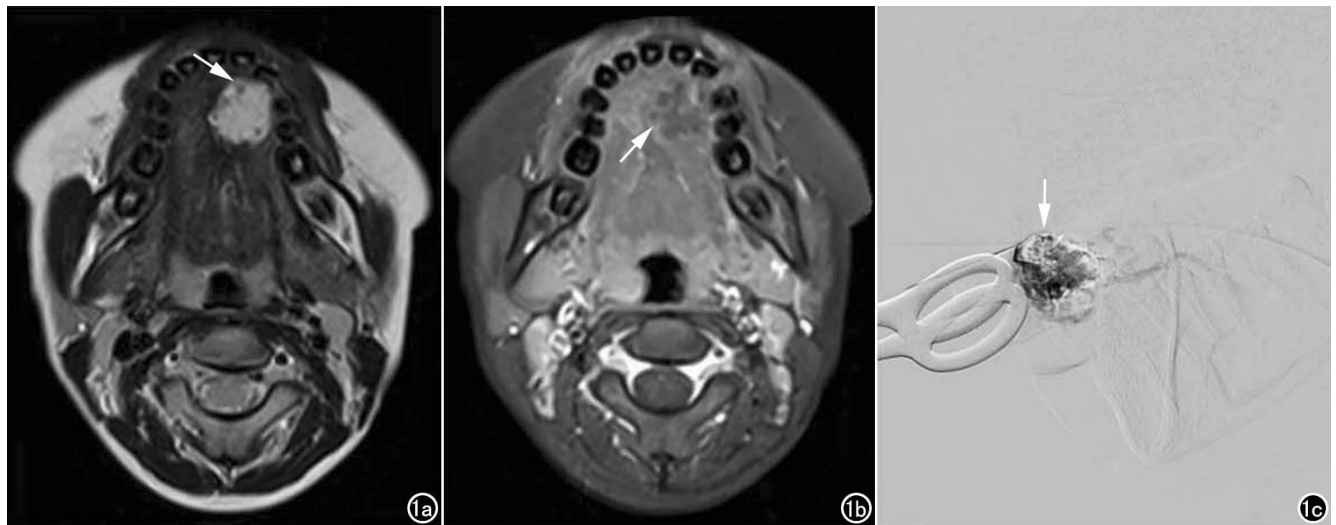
女,11 岁,舌体静脉畸形。a) 术前横轴面 FLAIR T_2 WI 示舌左前部内可见大小约 $2.0 \text{ cm} \times 2.0 \text{ cm}$ 类圆形高信号影,边缘较清,其内可见流空血管影(箭); b) 横轴面 T_1 WI 增强扫描示病灶呈明显不均匀强化,以周缘明显(箭),中央大部分无明显强化; c) 术中静脉造影示舌部畸形静脉团(箭)及引流静脉线影; d) 2 次硬化术后,横轴面 FLAIR T_2 WI 示舌左前部异常信号灶消失。
